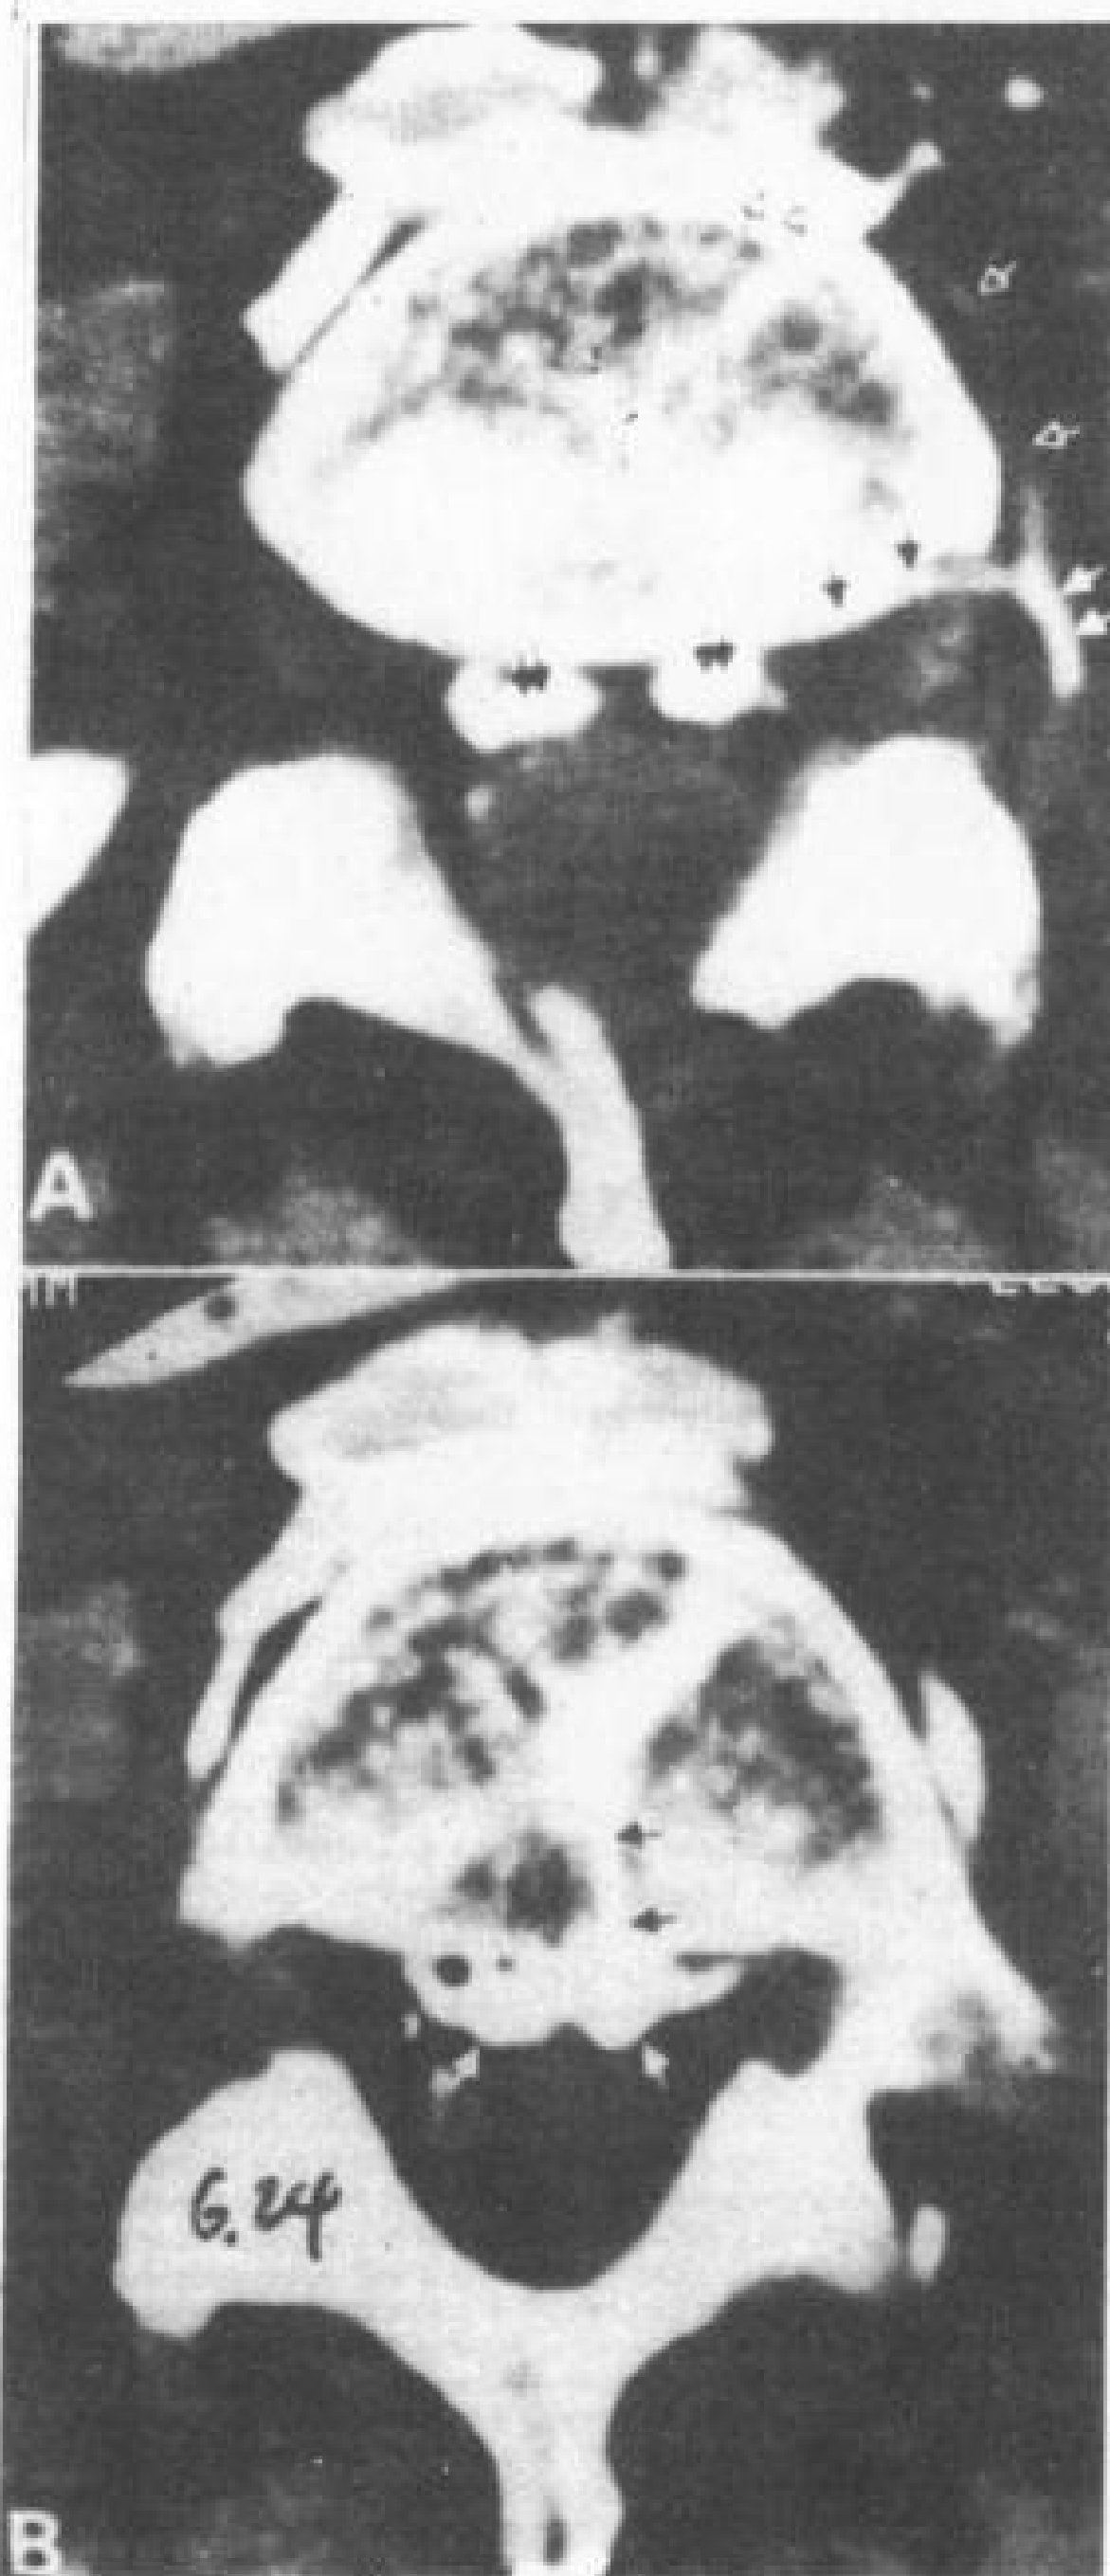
椎静脉丛, 尸体骨内注射造影剂后作 CT 扫描
